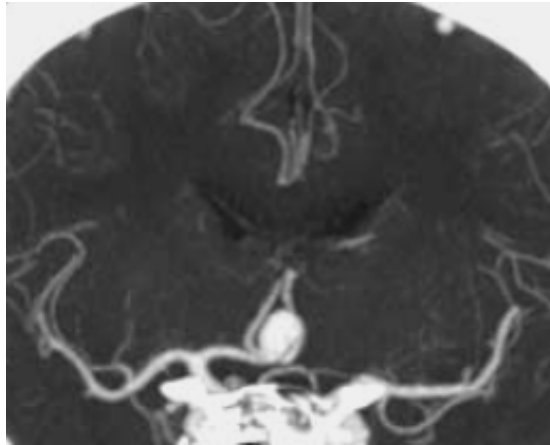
Maximum Intensity Projection (MIP)*, coronal de aneurisma da artéria comunicante anterior. Fonte: Adaptada catalogo Brilliance™ CT 40 Philips
